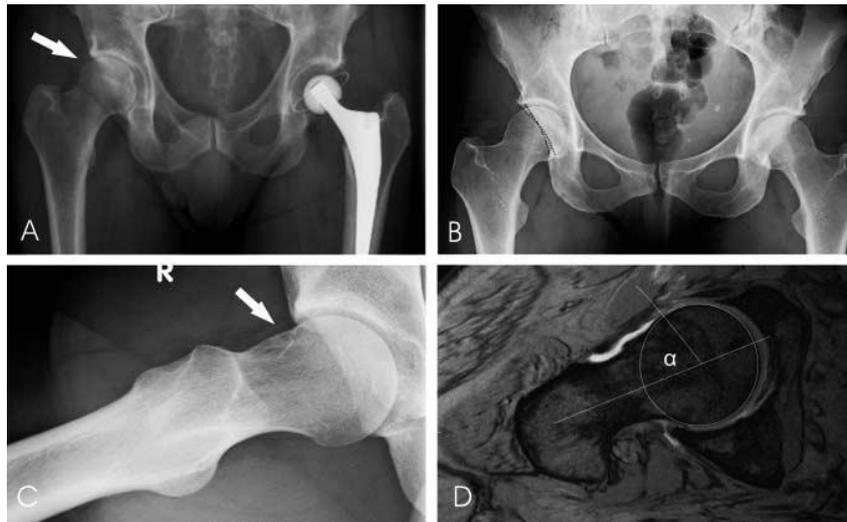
radiologische Zeichen des FAI: A konventionelles Röntgen; B cross-over sign vor allem bei Pincer-Impingement; C modifizierte Dunnaufnahme; D Arthro-MRI (Horisberger et al, 2010)
